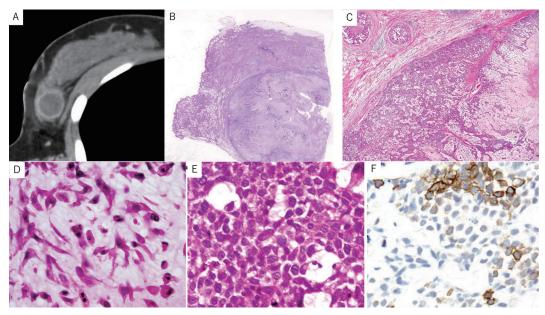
トリプルネガティブ乳癌のまれな亜型である基質産生癌(化生癌の一種) 造影 CT 検査では右 C 領域に25×25mm の不整形の腫瘤が見られ、辺縁にリング状の造影効果を認めた(A)。 腫瘤の辺縁部に腫瘍細胞が見られ、中心部は無細胞領域であった(B)。癌から基質産生化生部分への移行を認め(C)、腫瘍細胞はシート状や索状の配列を示し、周囲を基質に取り囲まれており(D, E)、免疫組織化 学では CK14に陽性であった(F)。
